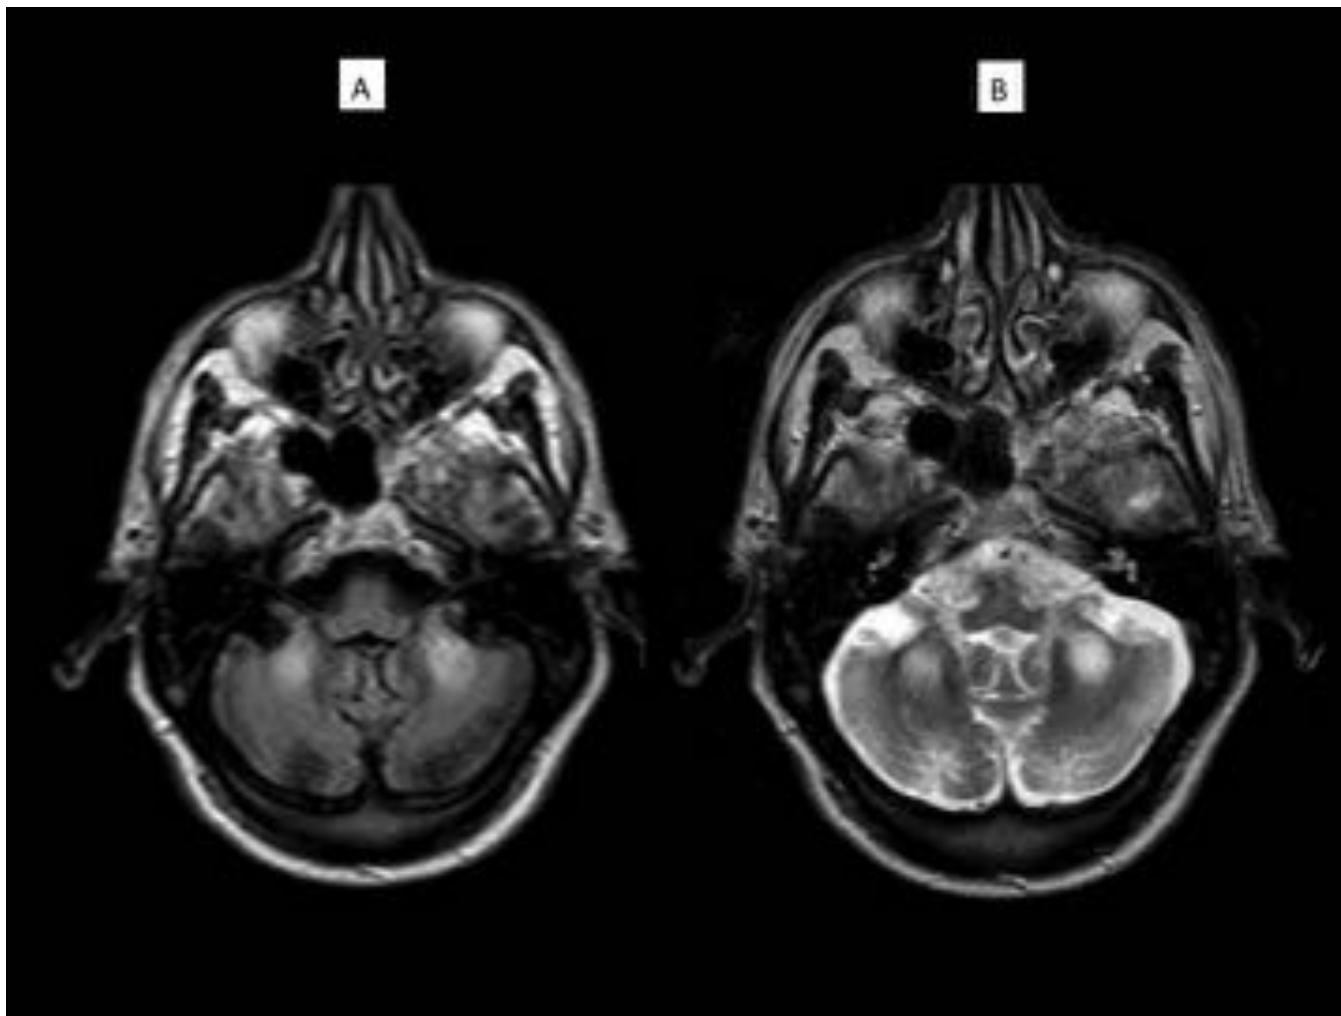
Hiperintensidad en T2-FLAIR de ambos pedúnculos cerebelosos medios en varón de 72 años con diagnóstico de Síndrome de ataxia y temblor asociado a X-fragil
